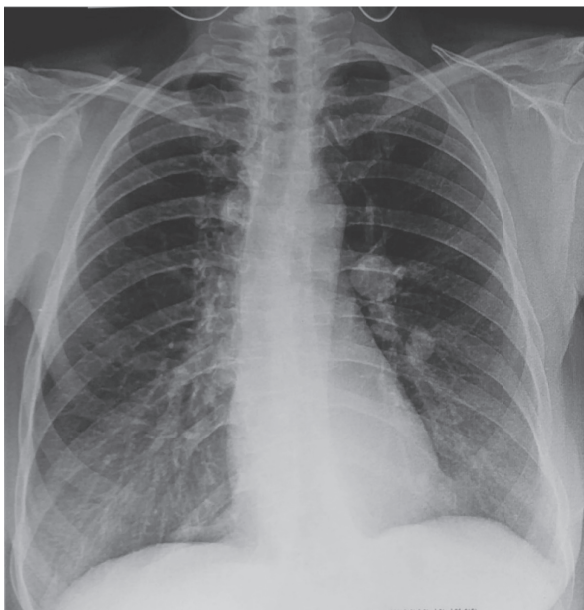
Дані оглядової рентгенографії органів грудної клітини. Візуалізовано два крупних вузла в лівій легені. Підозра на наявність великої кількості дрібних вогнищ.
